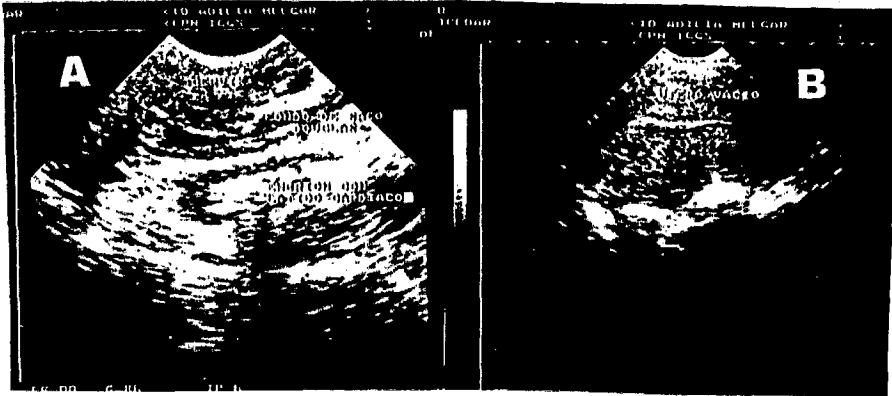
A: Notese el embrión vivo en la trompa uterina izq. por ultrasonido vaginal. B: Notese la cavidad uterina vacía sin ecos endometriales en el mismo embarazo ectópico.
